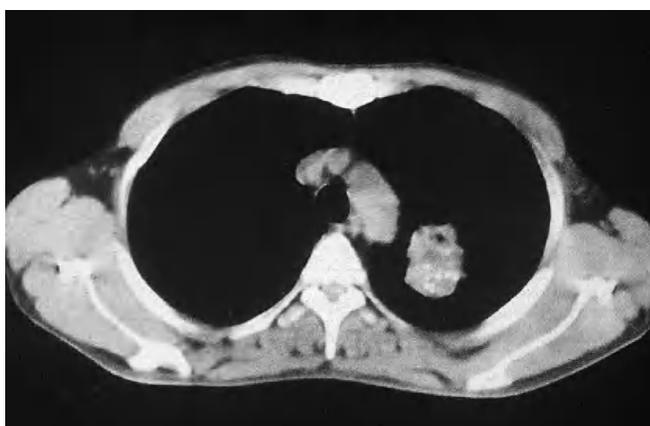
Adenocarcinoma pulmonar (tomografía axial computarizada).
